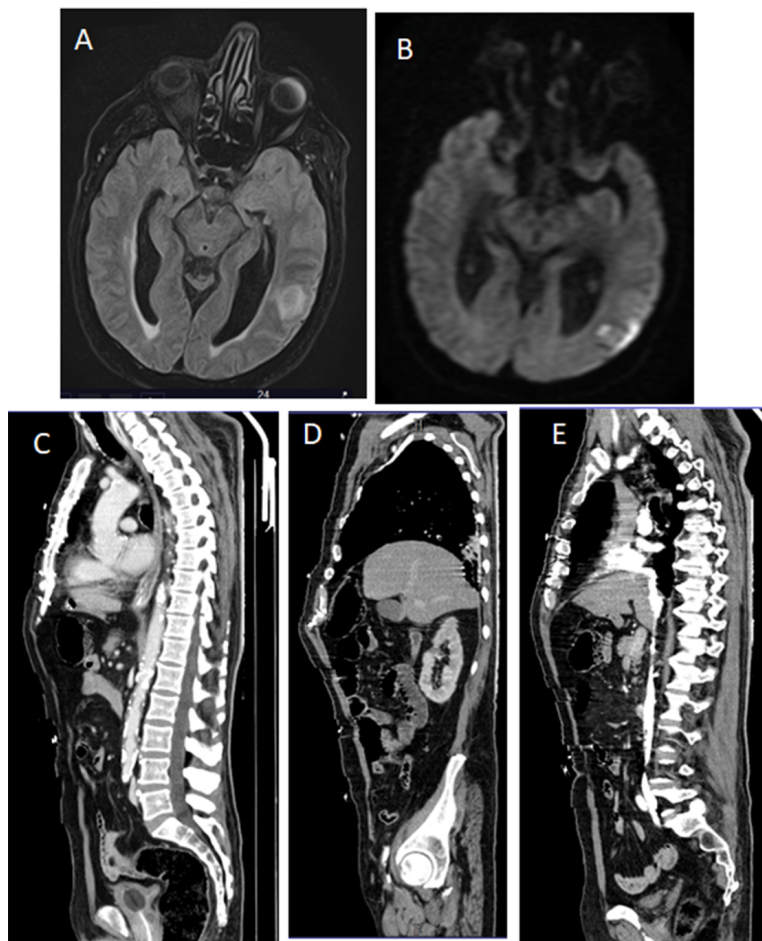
Angio-RM CE: cortes axiales: (A. FLAIR y B. Difusión). Hiper-señal córtico-subcortical en la zona de confluencia del territorio de la ACM/ACP izquierda con restricción a la difusión que traduce un infarto reciente. TC torácico-abdominal y pélvico con contraste (C-E) de perfil: calcificaciones ateromatosas aórticas difusas (C), asas intestinales distendidas con presencia de aire en los vasos mesentéricos compatible con pneumatosis intestinal (D). Vasos con presencia de coágulos y obstrucción del flujo sanguíneo (E) que sugiere isquemia intestinal severa.
